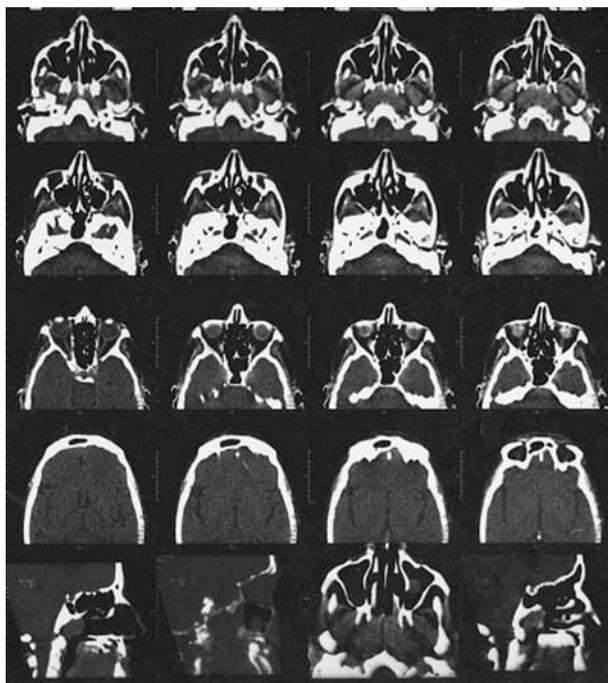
Компьютерная томография околоносовых пазух и носоглотки больной Ж., 72 лет, от 23.04.2007.
